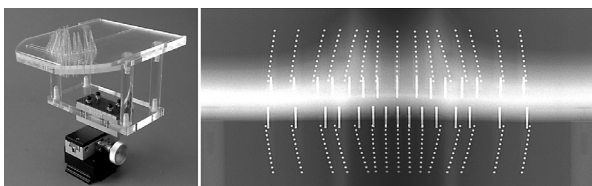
等間隔にならべた金属球により、標準的な歯列における歯の隣接面を表現した幾何学的ファントム。パノラマX線像で金属球が垂直に並んだ位置では隣接面に対して正方線よりX線入射されていることがわかる。
